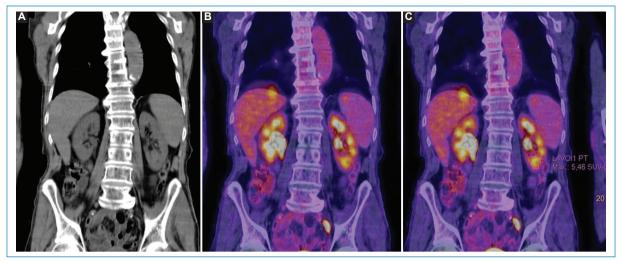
Mismo paciente que en la figura 7. En estudios de control de su enfermedad se detectó lesión sólida en polo inferior del riñón izquierdo, la cual por sitio infrecuente de metástasis y nuevo desarrollo se interpretó como lesión *de novo*, en contexto de NMPM. Imágenes en coronal de tomografía (A) y de fusión PET-TC (B y C).
